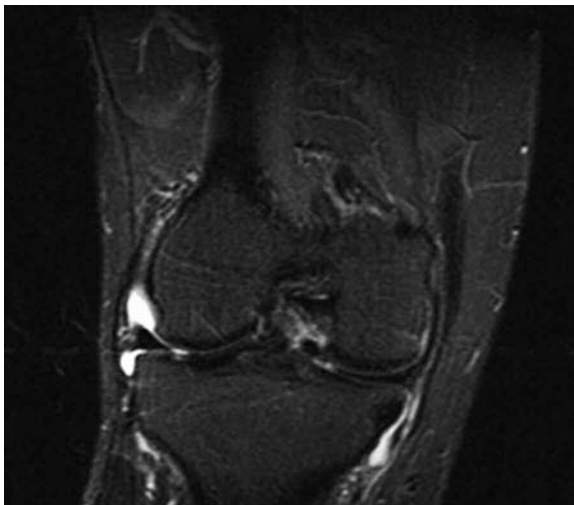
SDLCP. RM de rodilla, corte coronal en secuencia STIR, donde se observa el fragmento medial del menisco desplazado a la fosa intercondílea.
